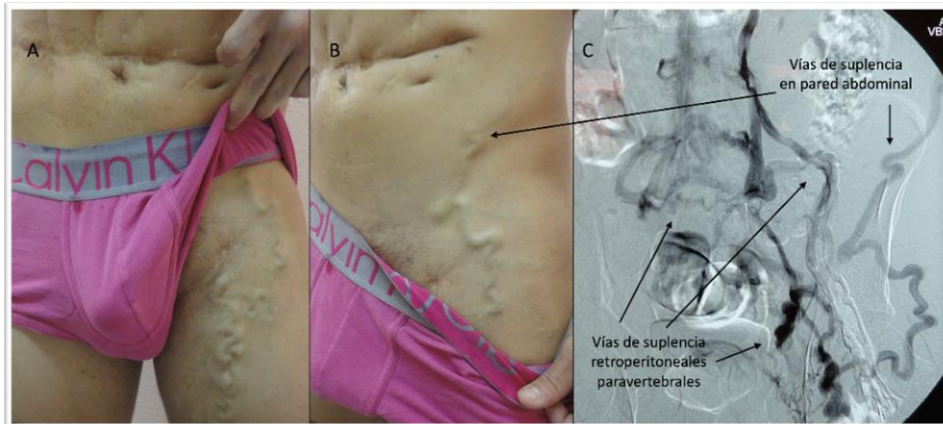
Flebotomografía de vías de suplencia anómalas subcutáneas y retroperitoneales en otro caso de oclusión iliofemoral izquierda.
